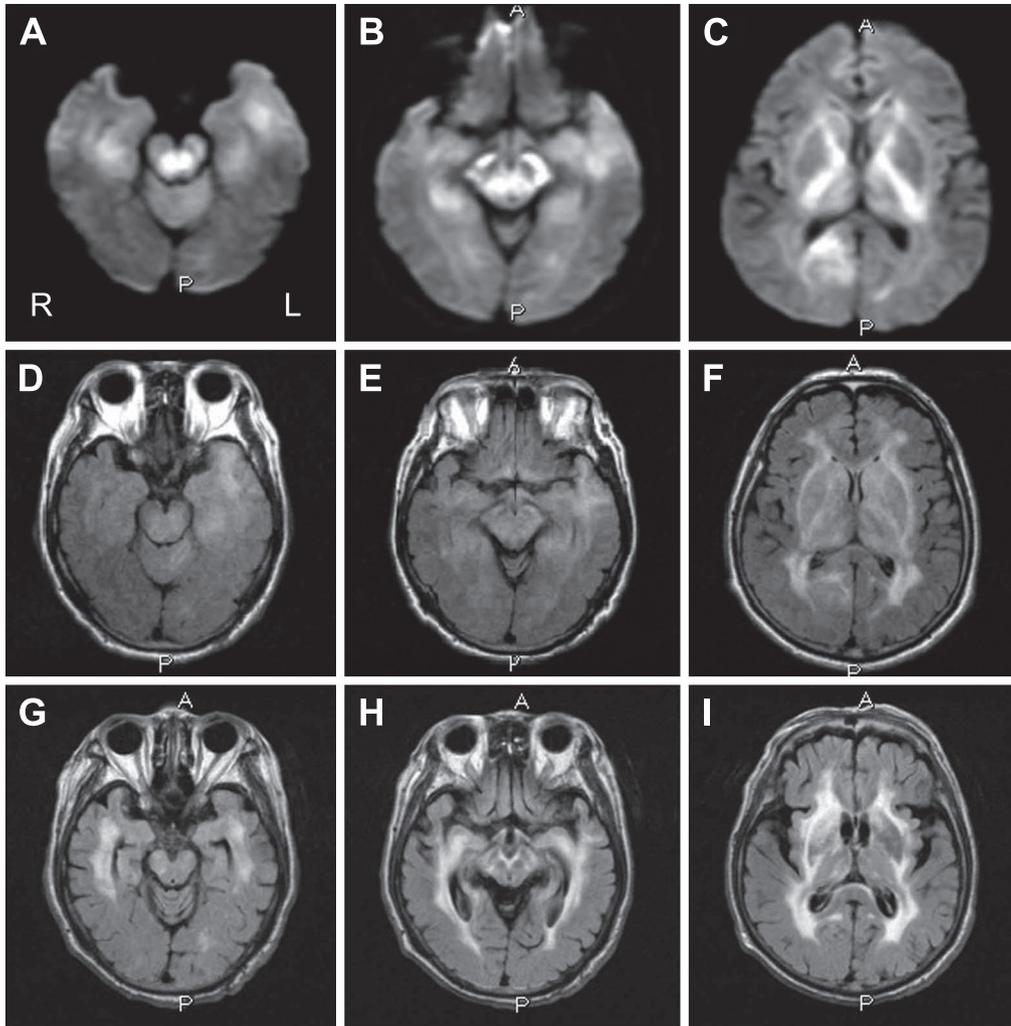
Brain MRI before and after the treatment.
